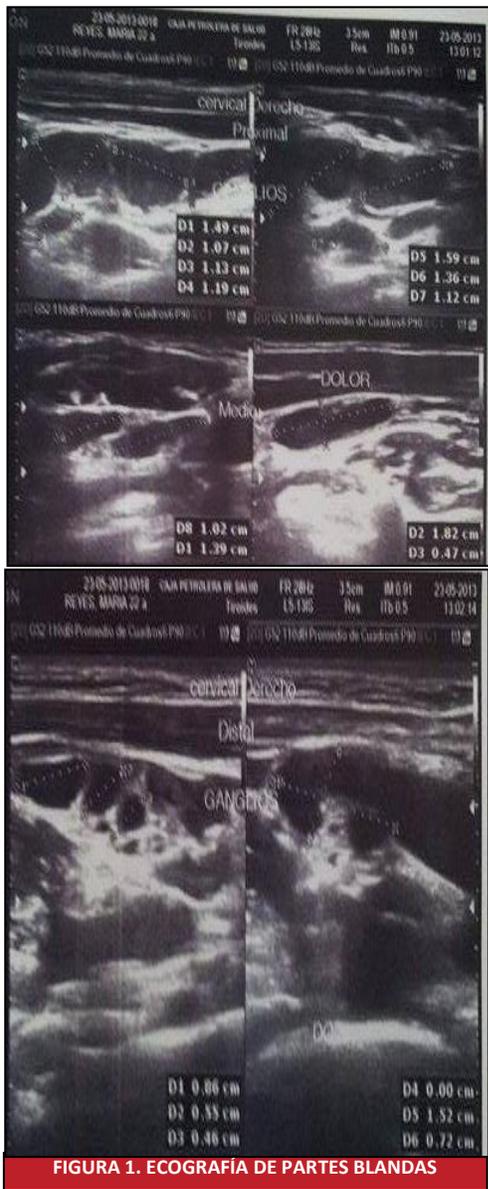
ECOGRAFÍA DE PARTES BLANDAS
